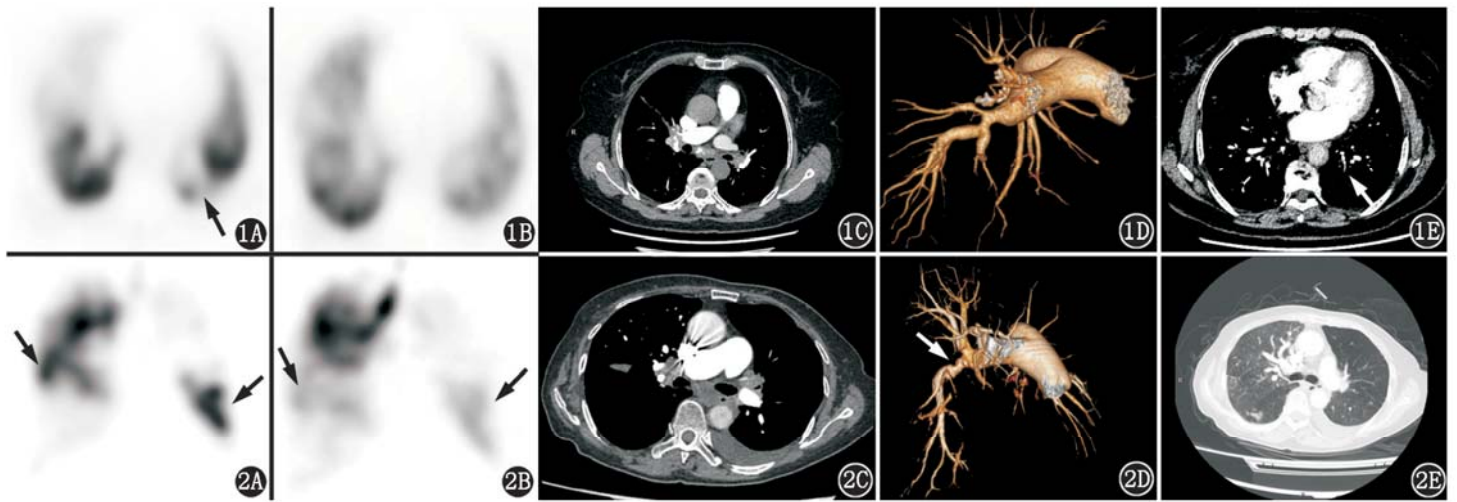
纤维索性纵隔炎(FM)患者(女,75岁)影像学检查图。1A.肺灌注(Q) SPECT 显像示双肺多发节段性灌注缺损区,以右肺为著;左肺下叶后基底段可见亚肺段型血流灌注受损(箭头示);1B.肺通气(V) SPECT 显像未见明显异常;1C. CT 肺动脉造影(CTPA)示双肺门及纵隔多发软组织影及淋巴结钙化,提示 FM;1D.容积再现技术(VR)示右肺下叶动脉呈环形外压形狭窄;1E. CTPA 示左肺下叶后基底段动脉残余少许血栓(箭头示) 图 2 FM 患者(女,74岁)影像学检查图。2A.肺 Q SPECT 显像示双肺多发节段性灌注缺损区(箭头示);2B.肺 V SPECT 显像示双肺多发节段性稀疏缺损区,右肺中叶及左肺舌段局部与肺灌注显像比呈“反向不匹配”(箭头示);2C. CTPA 示双肺门及纵隔多发软组织影,提示 FM;2D. VR 示双肺下叶动脉呈环形外压形狭窄(箭头示);2E. CT 肺窗示右肺内渗出与条索影,提示结核可能
